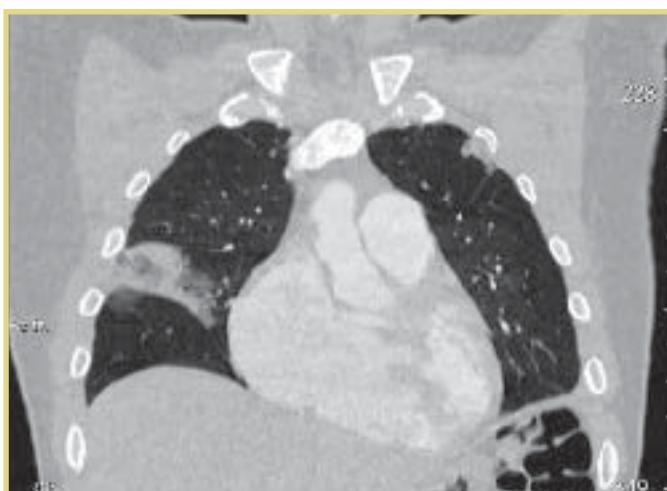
То же наблюдение (КТ ОГК с контрастированием). Зона инфаркта легкого справа
